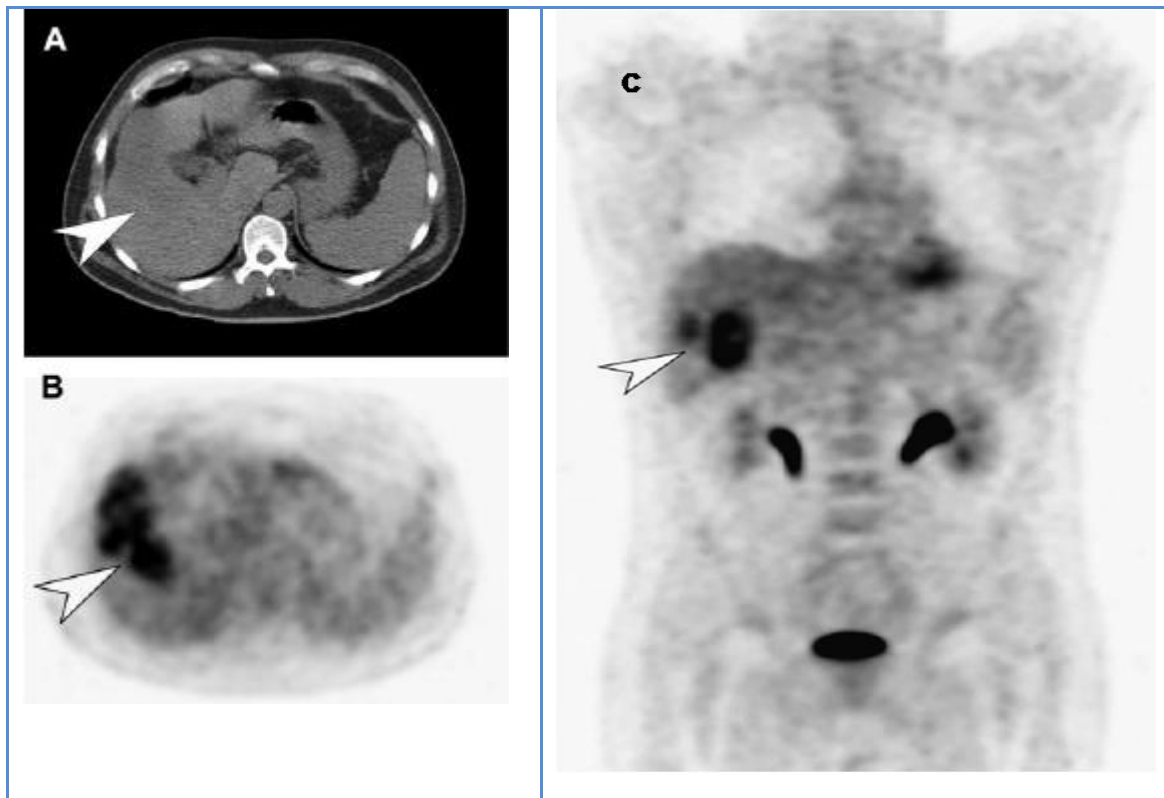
Valoración prequirúrgica previa a la resección hepática. En la TC se aprecian metástasis confinadas en el lóbulo derecho (A), confirmado en las imágenes axiales de FDG-PET (B). No se evidenció enfermedad metastásica extrahepática en las imágenes coronales de FDG-PET (C), que muestra captación fisiológica en el miocardio, riñones y vejiga urinaria.
